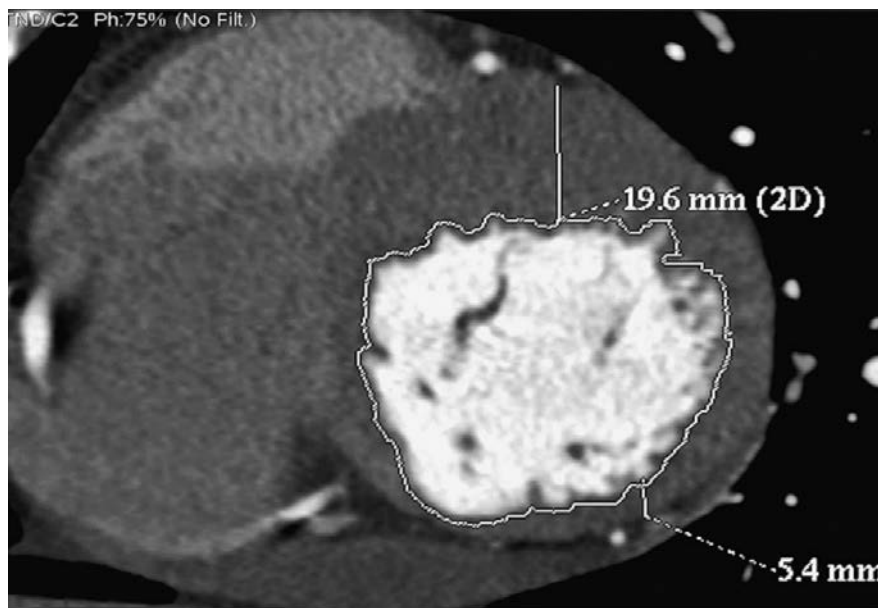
Снимок компьютерной томографии сердца по короткой оси, на котором представлена асимметричная гипертрофия миокарда. Толщина передней части межжелудочковой перегородки – 19,6 мм и нижнебоковой стенки левого желудочка – 5,4 мм. Адаптировано из Nagueh et al. [Nagueh et al., 2011]
